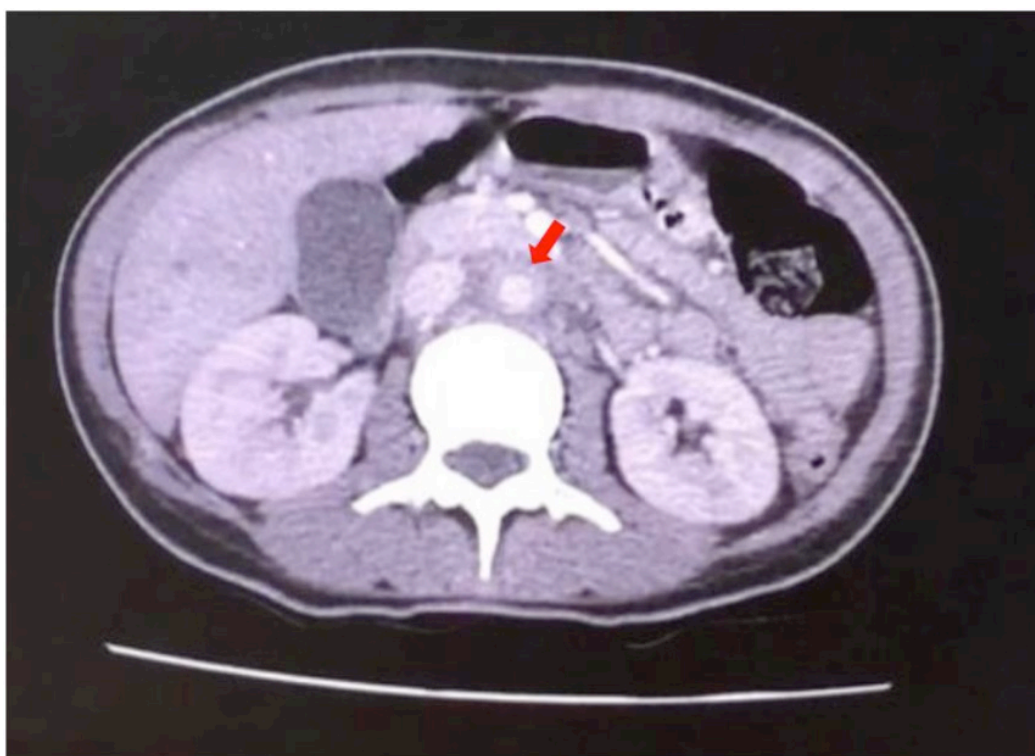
Tomografia computadorizada com contraste – corte abdominal, evidenciando o aumento da espessura da musculatura da artéria aorta na porção abdominal
